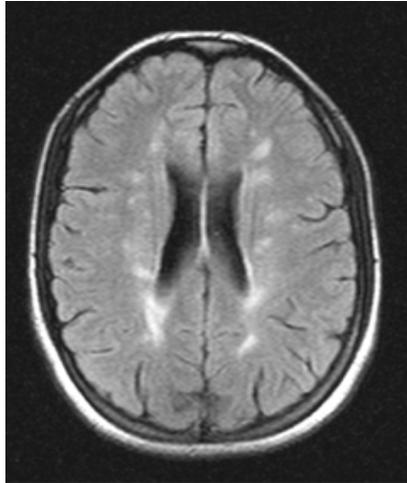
Corte axial de RM en secuencia de FLAIR mostrando más de nueve lesiones en la sustancia blanca periventricular, algunas ovoideas y orientadas perpendicularmente de acuerdo con el criterio radiológico utilizado por McDonald.
